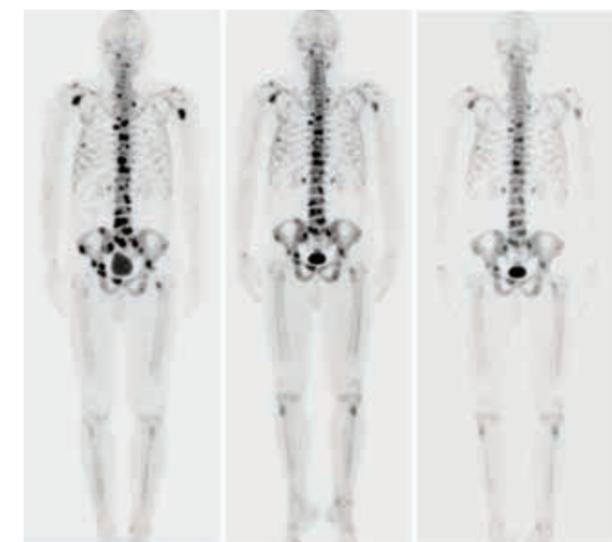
(a) estudio basal PET utilizando 18-NaF. (B) El PET con 18F-NaF tras la administración de dos dosis 223Ra. (c) El PET después de 6 dosis de 223Ra.
